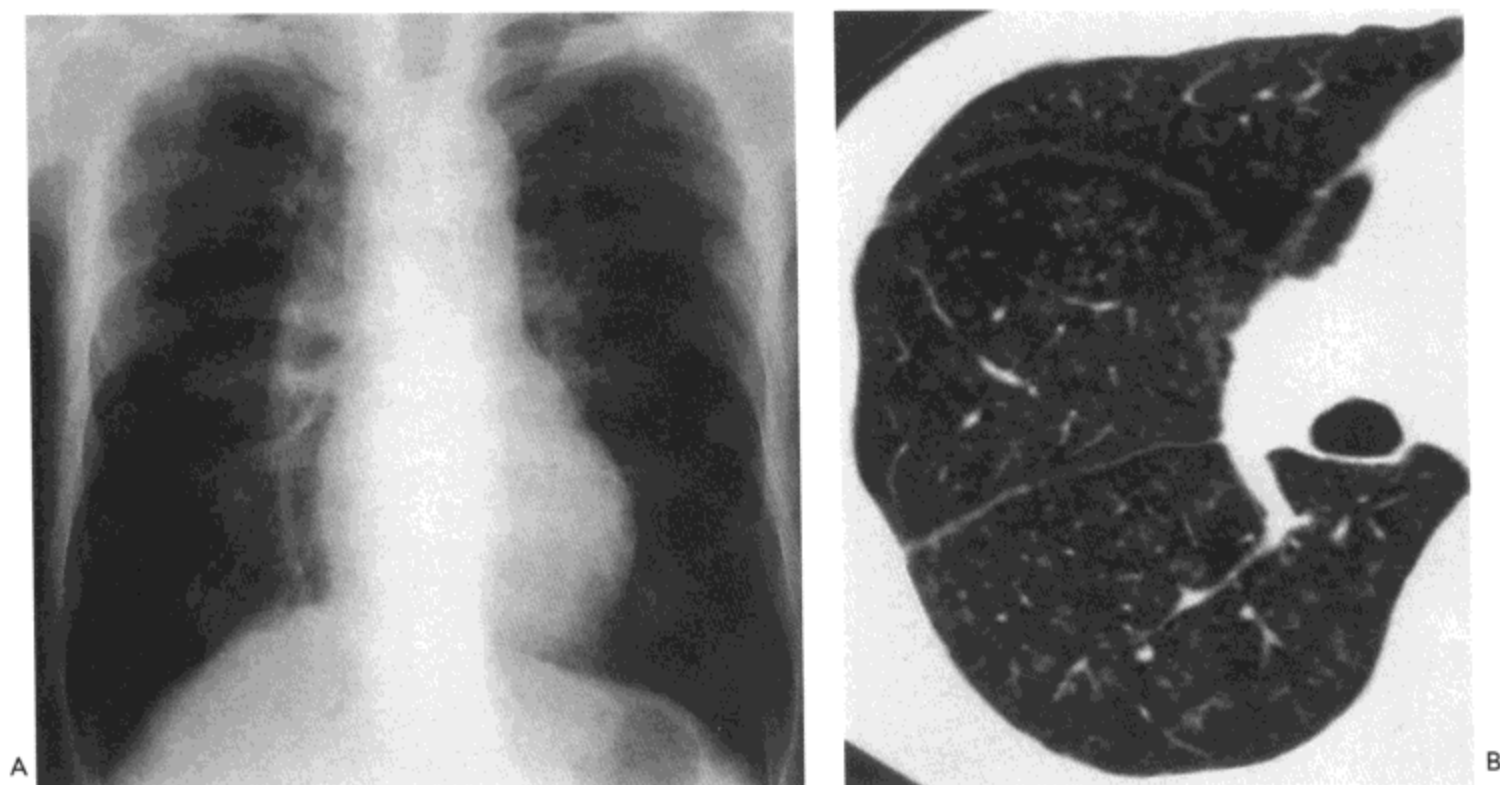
呼吸性细支气管炎-间质性肺病。A: X线胸片仅可见由于肺气肿引起的中度肺过度充气。B: 高分辨率 CT 影像示大量边界模糊的小叶中心性结节影。病人男, 54 岁。
